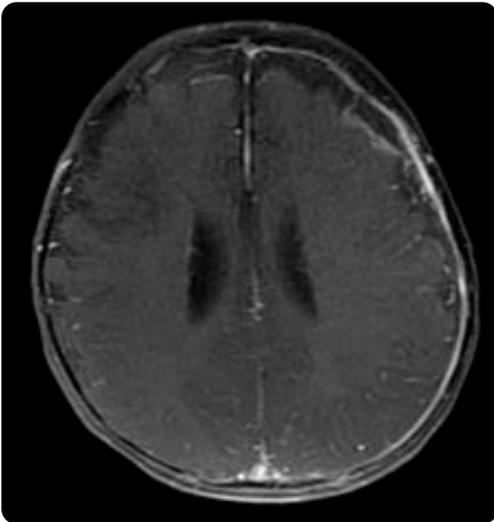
RM secuencias con información T1 con medio de contraste con saturación grasa. Realce dural grueso y continuo hemisférico izquierdo y se insinúa un realce leptomeníngeo frontal ipsilateral.
